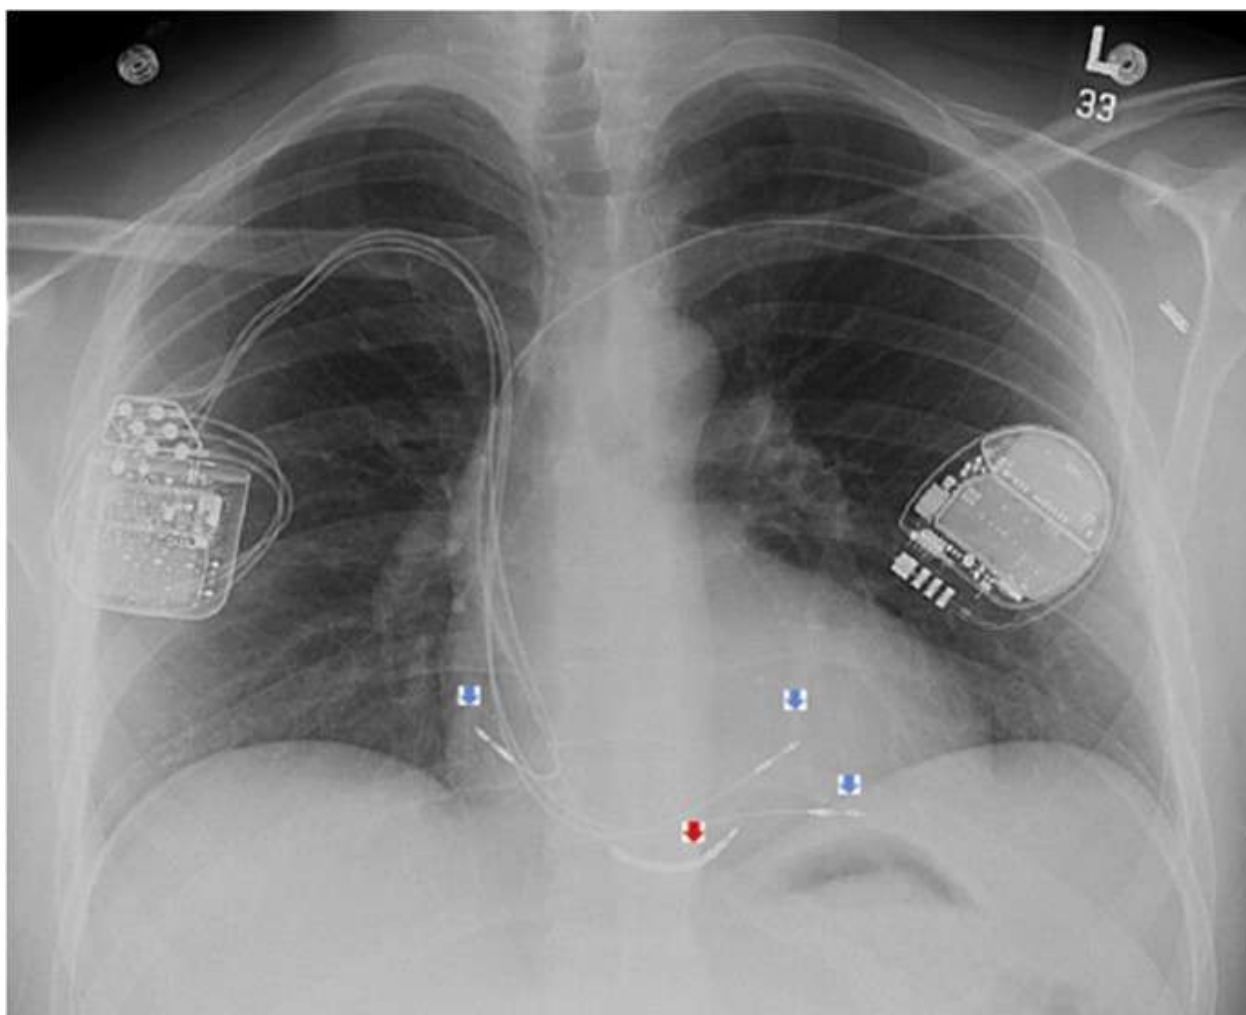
Рентгенография пациента с имплантированными кардиовертером-дефибрилляторов (слева), шокowym электродом (красная стрелка) и модулятором сердечной сократимости (справа) и его электродами (синие стрелки)
